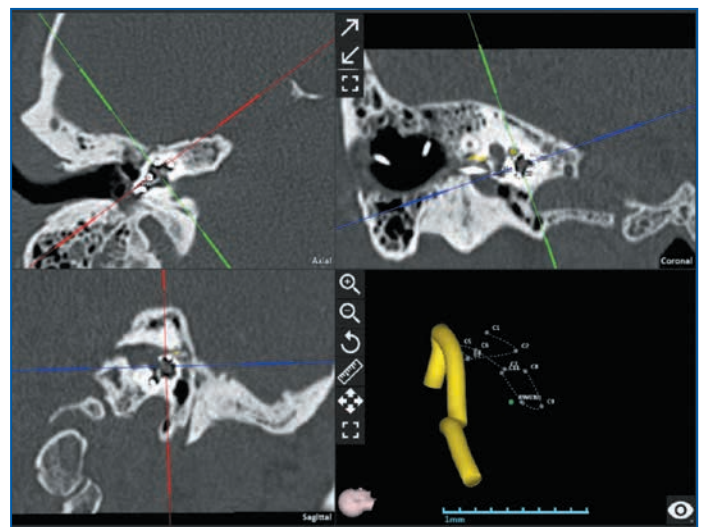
Данные КТ височных костей в послеоперационном периоде после КИ: анализ топике расположения электрода относительно канала лицевого нерва
